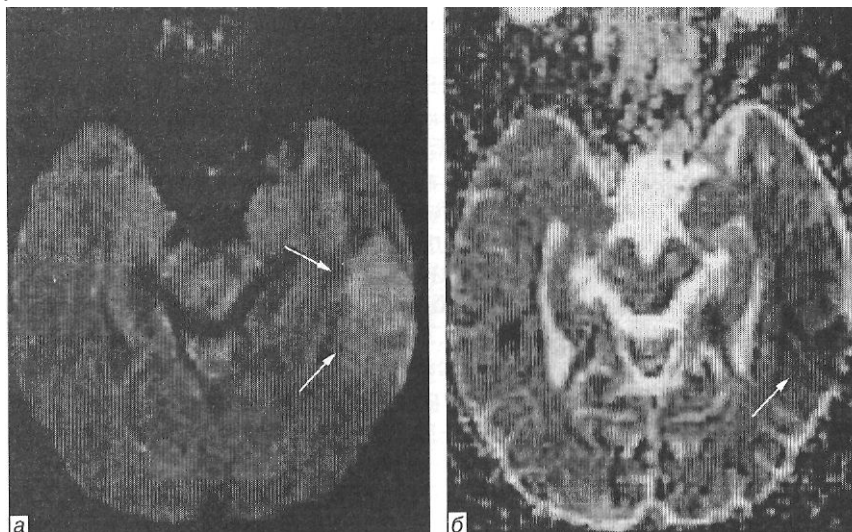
На дифузійно-зваженій МРТ чітко визначається осередок підвищеного МР-сигналу (стрілки) (а), якому відповідає знижений МР-сигнал на карті дифузії (стрілка) (б)
